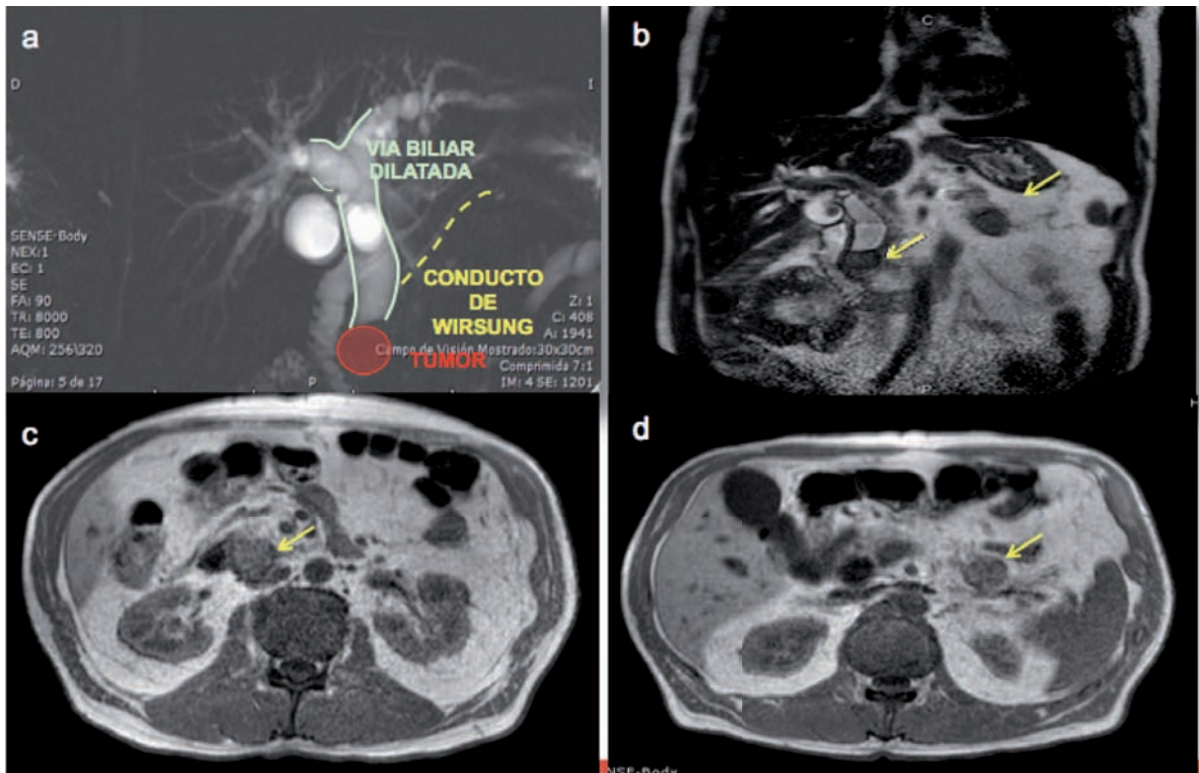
Colangiioresonancia y resonancia de abdomen y pelvis con contraste. A. Dilatación de la vía biliar intra- y extrahepática con un conducto biliar común. B. Corte coronal. C. Corte axial visualizando tumor en cabeza de páncreas. D. Corte axial visualizando tumor de cola.
